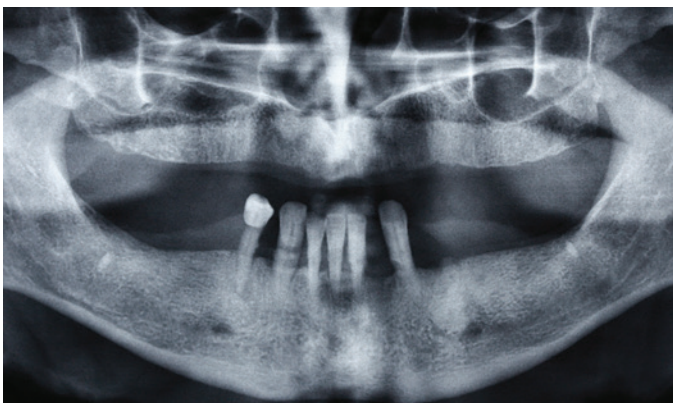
Radiografia panorâmica de diagnóstico.
